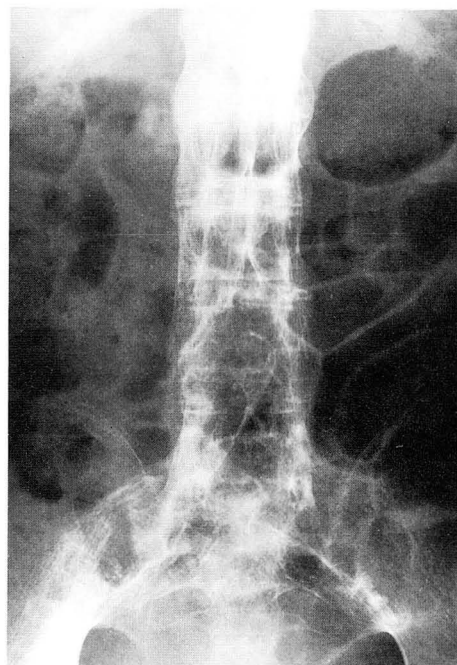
Anteroposterior plain radiograph of the lumbosacral spine reveals classical ankylosis of spine and fusion of both sacroiliac joints.
